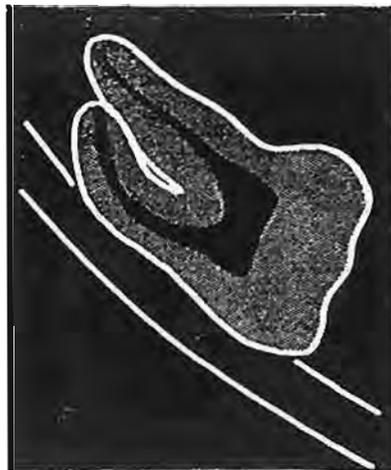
Immagine radiografica di interruzione della linea bianca del canale mandibolare.
